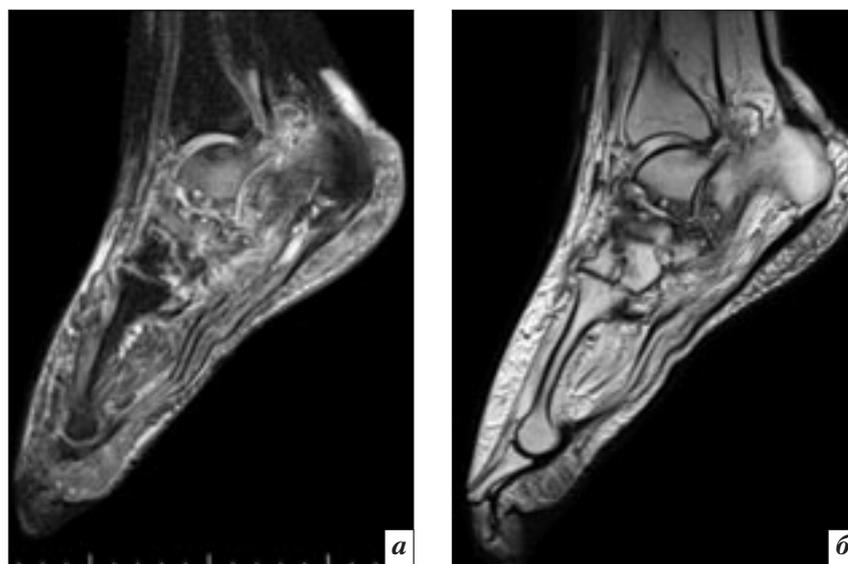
МРТ стопы, сагиттальные проекции, FSat (а) и T2-ВИ (б) пациента М., 69 лет. СД 2 типа. Стопа Шарко. Визуализируются деструкция и отек костного мозга таранной, пяточной, ладьевидной, клиновидной костей, деформация суставных поверхностей. Теносиновит сгибателей и разгибателей стопы. По ходу голеностопного сустава – жидкость. Локализованные скопления жидкости по ходу таранно-пяточного сустава. Окружающие мягкие ткани области голеностопного сустава дезорганизованы, отечны.
